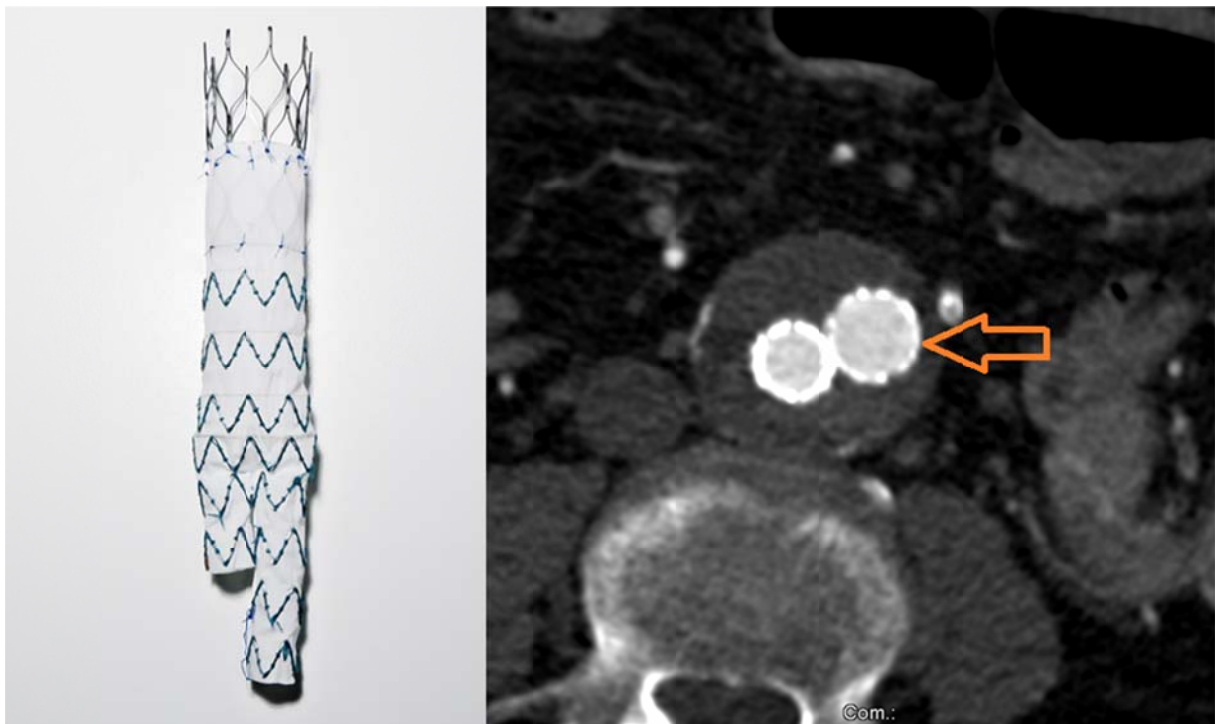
CTA eines 66-jährigen Patienten mit infrarenalem Aortenaneurysma (Pfeil)
